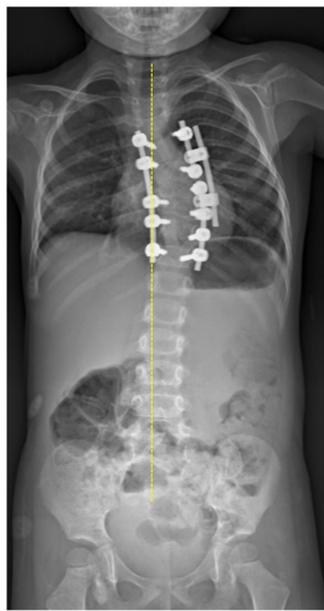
Telerradiografía de control a los 2 meses del segundo tiempo quirúrgico, mostrando la corrección de la curva, el equilibrio coronal y la integridad de los implantes.
